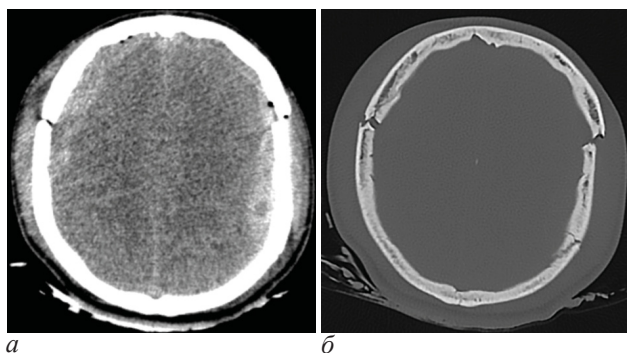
Клиническое наблюдение 3. Результаты многоспиральной компьютерной томографии головы: а – мягкотканый режим – видны субдуральные гематомы с 2 сторон, выраженный отек мозговой ткани; б – костный режим – визуализируются множественные переломы костей свода черепа
